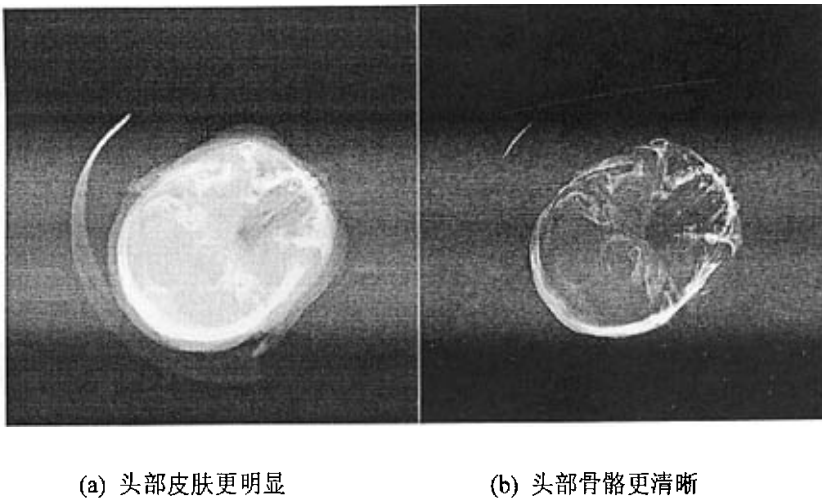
两组 CT 序列图像的 DRR 投影
